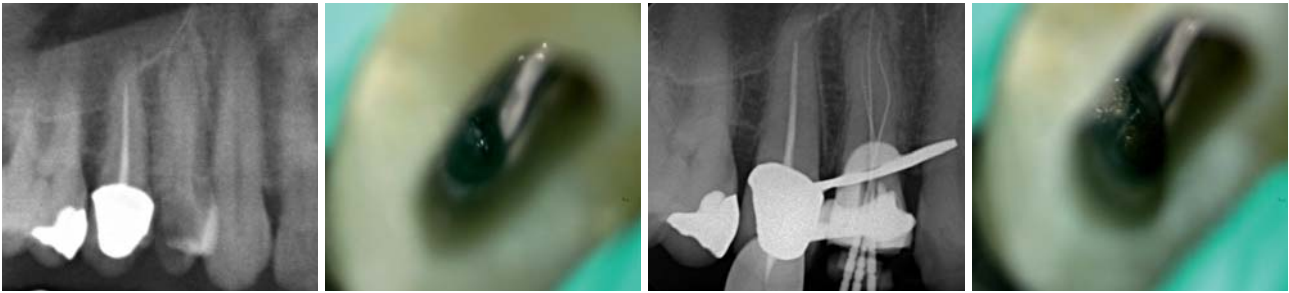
Präoperative Aufnahme Zahn 15 mit Caries profunda mit Beteiligung der Pulpa. – Abb. 9: Klinisches Foto, Darstellung der beiden bukkalen Kanalsysteme. – Abb. 10: Röntgenmessaufnahme. – Abb. 11: Dargestellte Kanaleingänge mit Schaumstoff.
